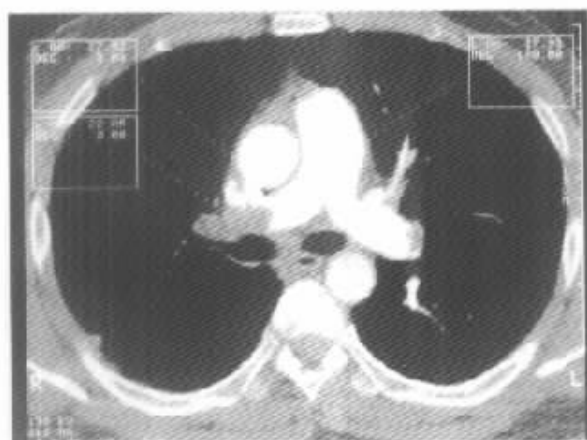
术后电子束CT示：左、右肺动脉内充盈缺损影缩小
